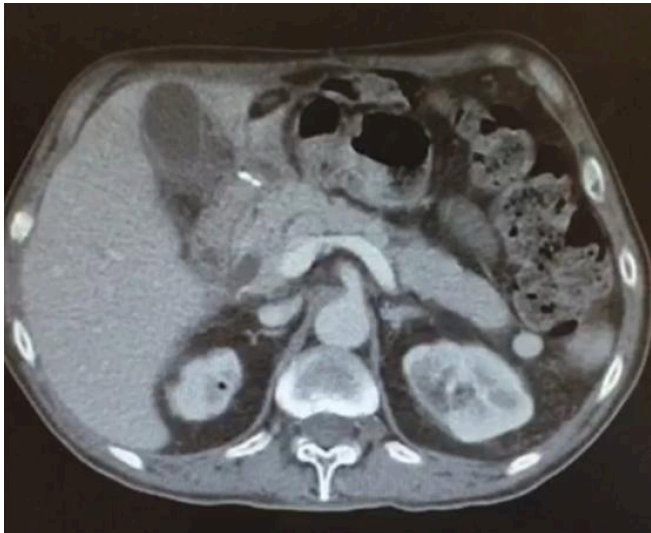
En control de TC realizado posteriormente se objetiva la desaparición de la colección pancreática previa.
